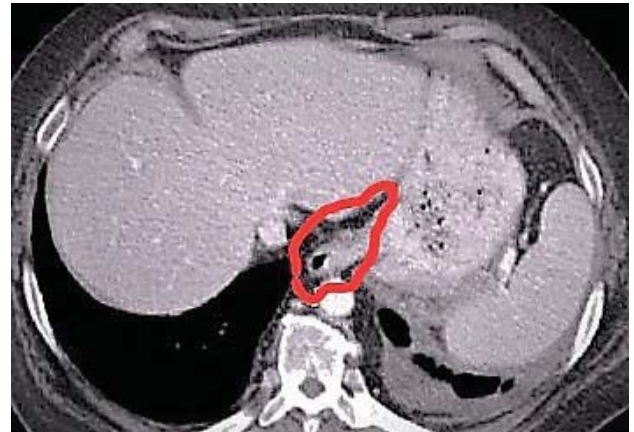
Визуализация кардиоэзофагеальной липомы на компьютерной томографии
